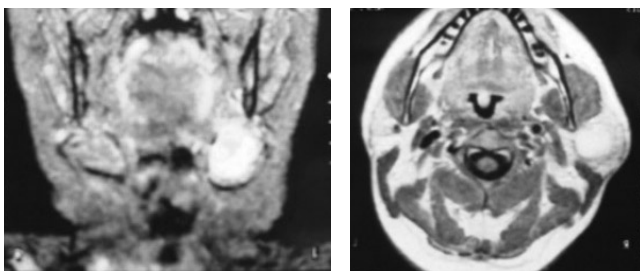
Resonancia Magnética en Adenoma Pleomorfo
